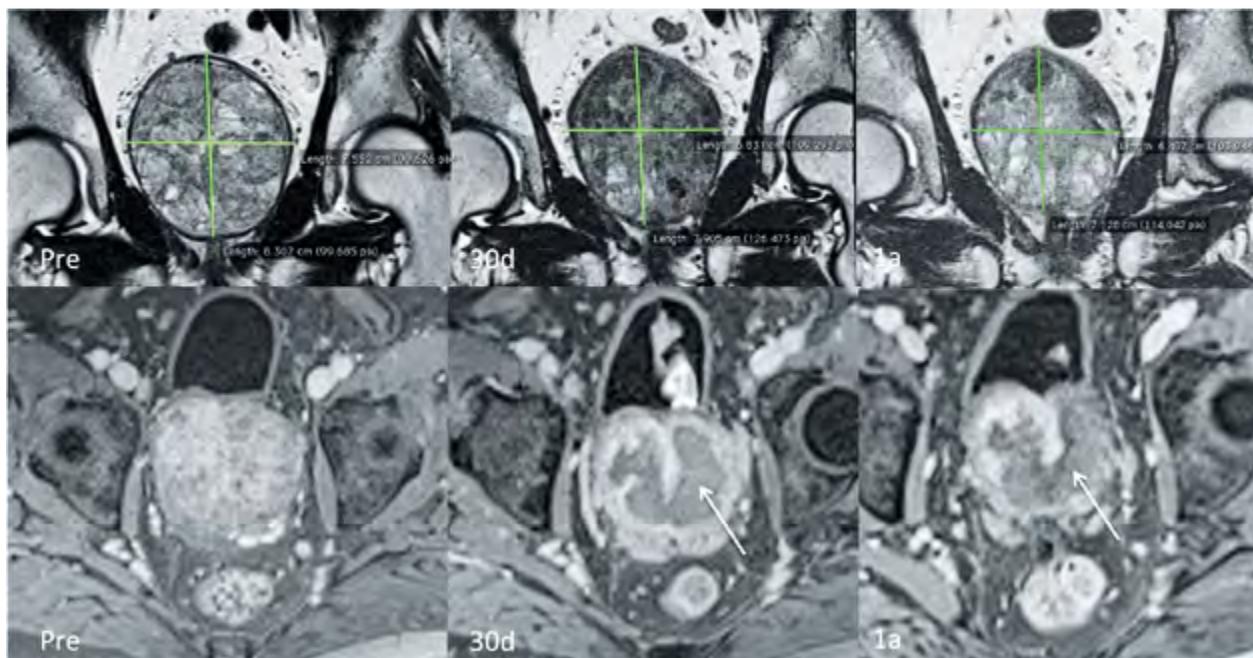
Cambios estructurales de la próstata observados mediante resonancia nuclear magnética (RM). En la línea superior se observa la reducción de las medidas en los ejes prostáticos lateral y craneo-caudal trazados sobre imágenes de cortes coronales ponderados en T2. En la línea inferior se observan imágenes axiales ponderadas en T1 después de la inyección de contraste (gadolinio). Nótese que en las imágenes de 30 días y un año post embolización existen áreas de infarto (flechas) que no existían en la RM pre embolización
